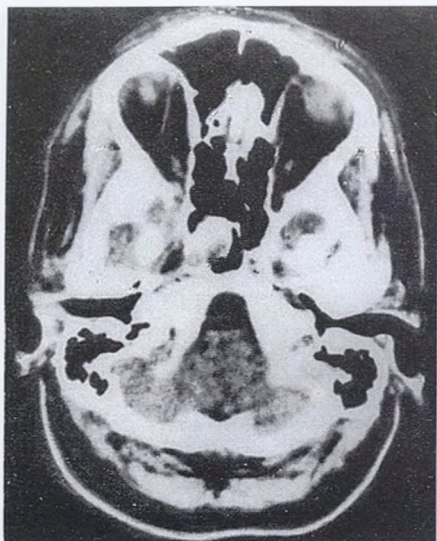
Компьютерная томограмма головного мозга больной С.
